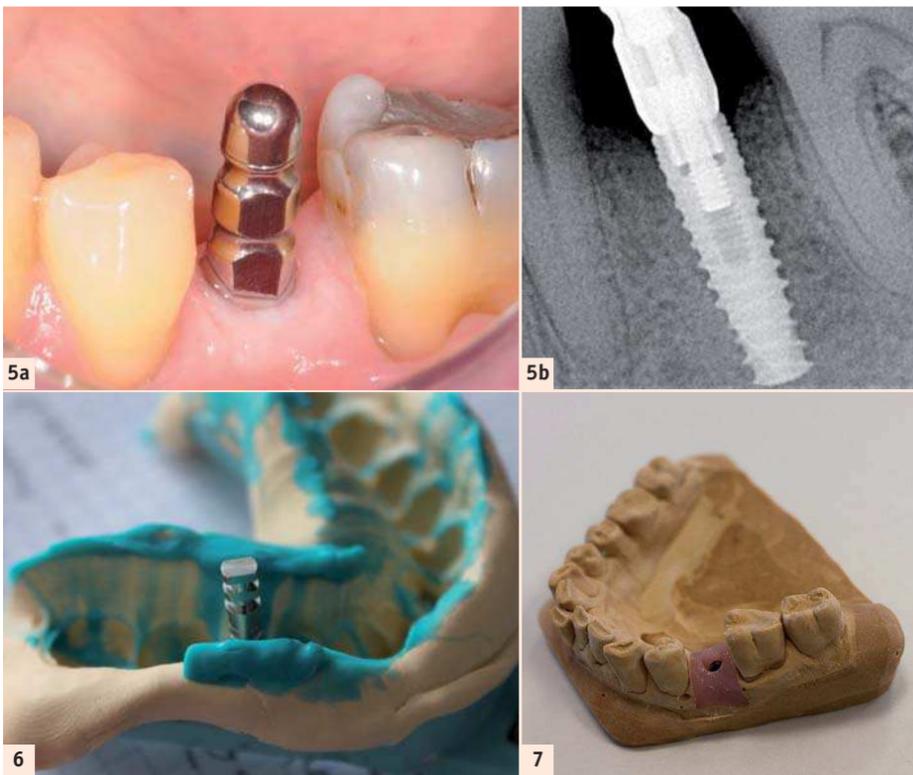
Vue clinique de profil du transfert d'empreinte fermé. – Fig. 5b : Radiographie pour contrôle du bon enfoncement du transfert d'empreinte. – Fig. 6 : Vue du transfert d'empreinte et de l'analogue dans l'empreinte repositionné. – Fig. 7 : Modèle de travail de laboratoire avec la fausse gencive.
